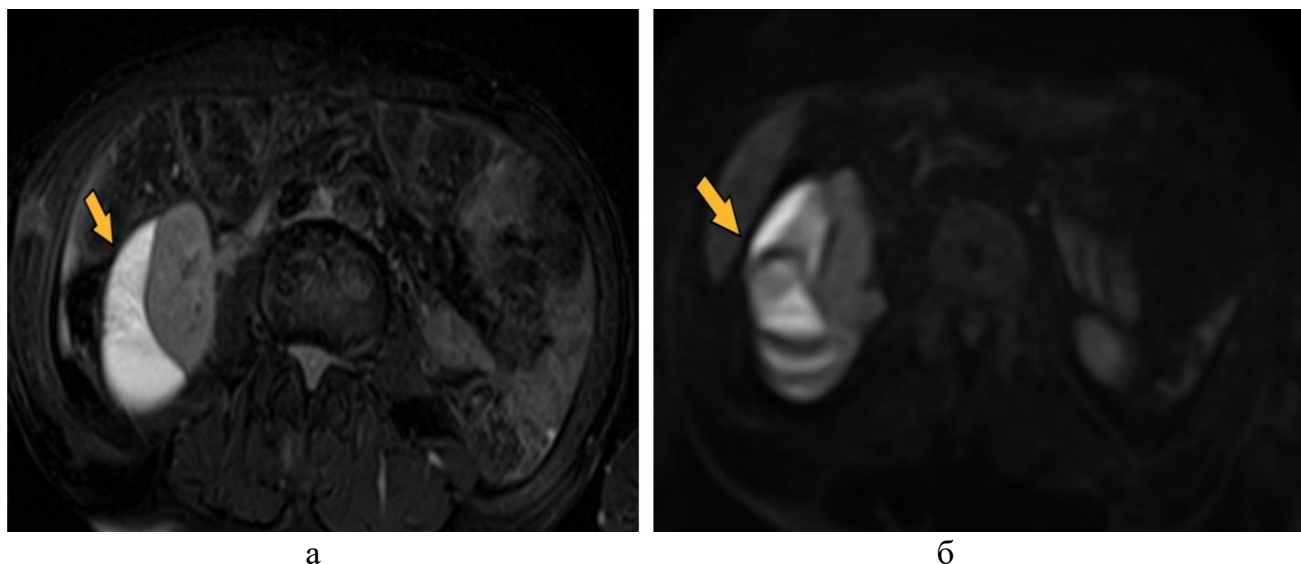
МР-томограммы брюшной полости пациента Р., 37лет, на 5-е сутки после травмы – в нижнем полюсе правой почки определяется подкапсулярная гематома (желтые стрелки)
